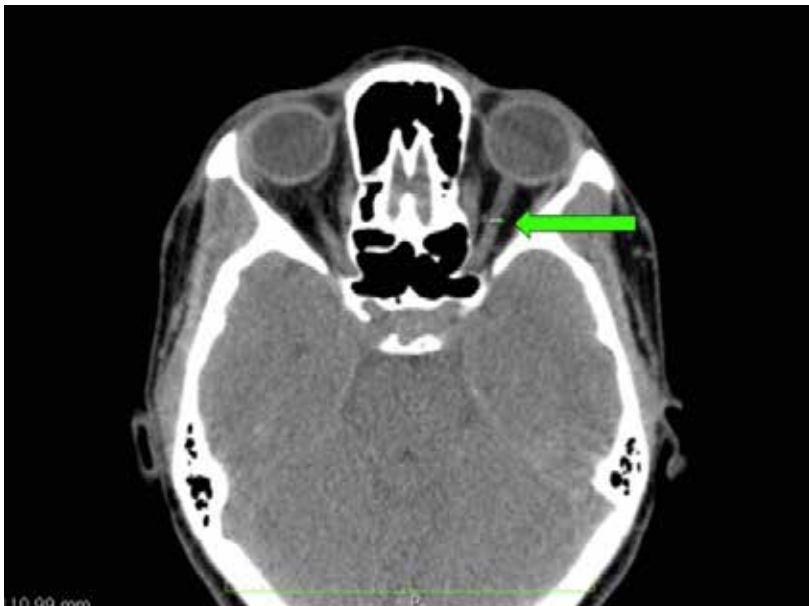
Corte axial de TC em que está presente o diâmetro da parte intraorbital do nervo óptico.
